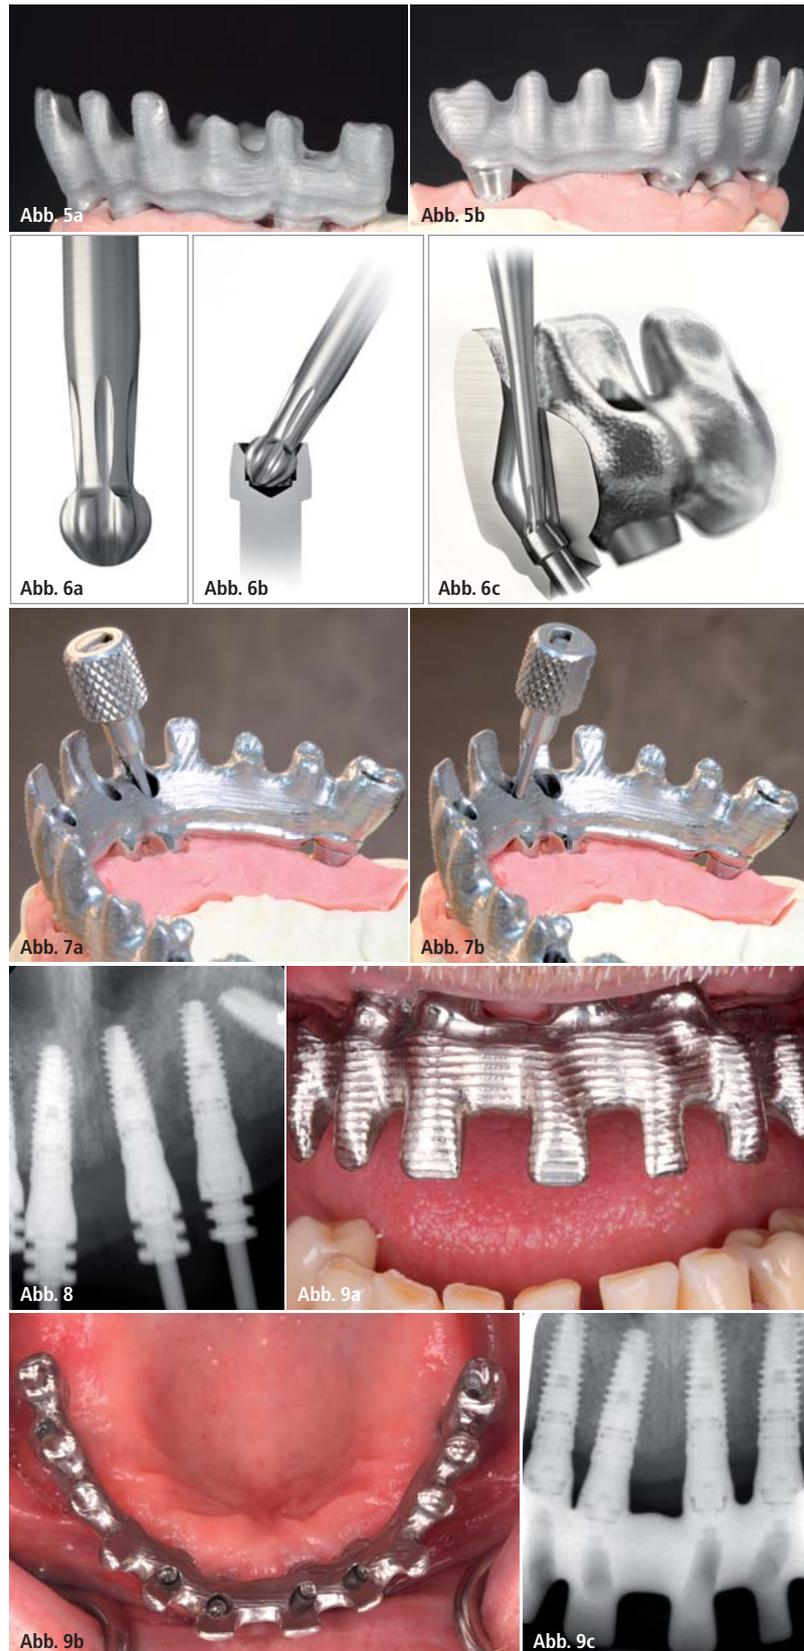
Entgegen der Neigung der Implantatachsen nach palatinal verlagerte Schraubkanäle. – Abb. 6a bis c: Neuer Schraubendreher mit kugelförmigem Torxkopf und entsprechender Prothesenschraube zur abgewinkelten Verschraubung. – Abb. 7a und b: Einfaches Handling und sichere Führung des Schraubendrehers auch bei starker Neigung. – Abb. 8: Offene Abformung mit individuellem Löffel zur präzisen Übertragung der Implantatposition und -ausrichtung (Röntgenkontrollaufnahme). – Abb. 9a und b: Spannungsfreier Sitz des gefrästen Titangerüsts bei der Einprobe am Patienten. – Abb. 9c: Der Verlauf der angulierten Schraubenzugänge ist im Röntgenkontrollbild gut erkennbar.
